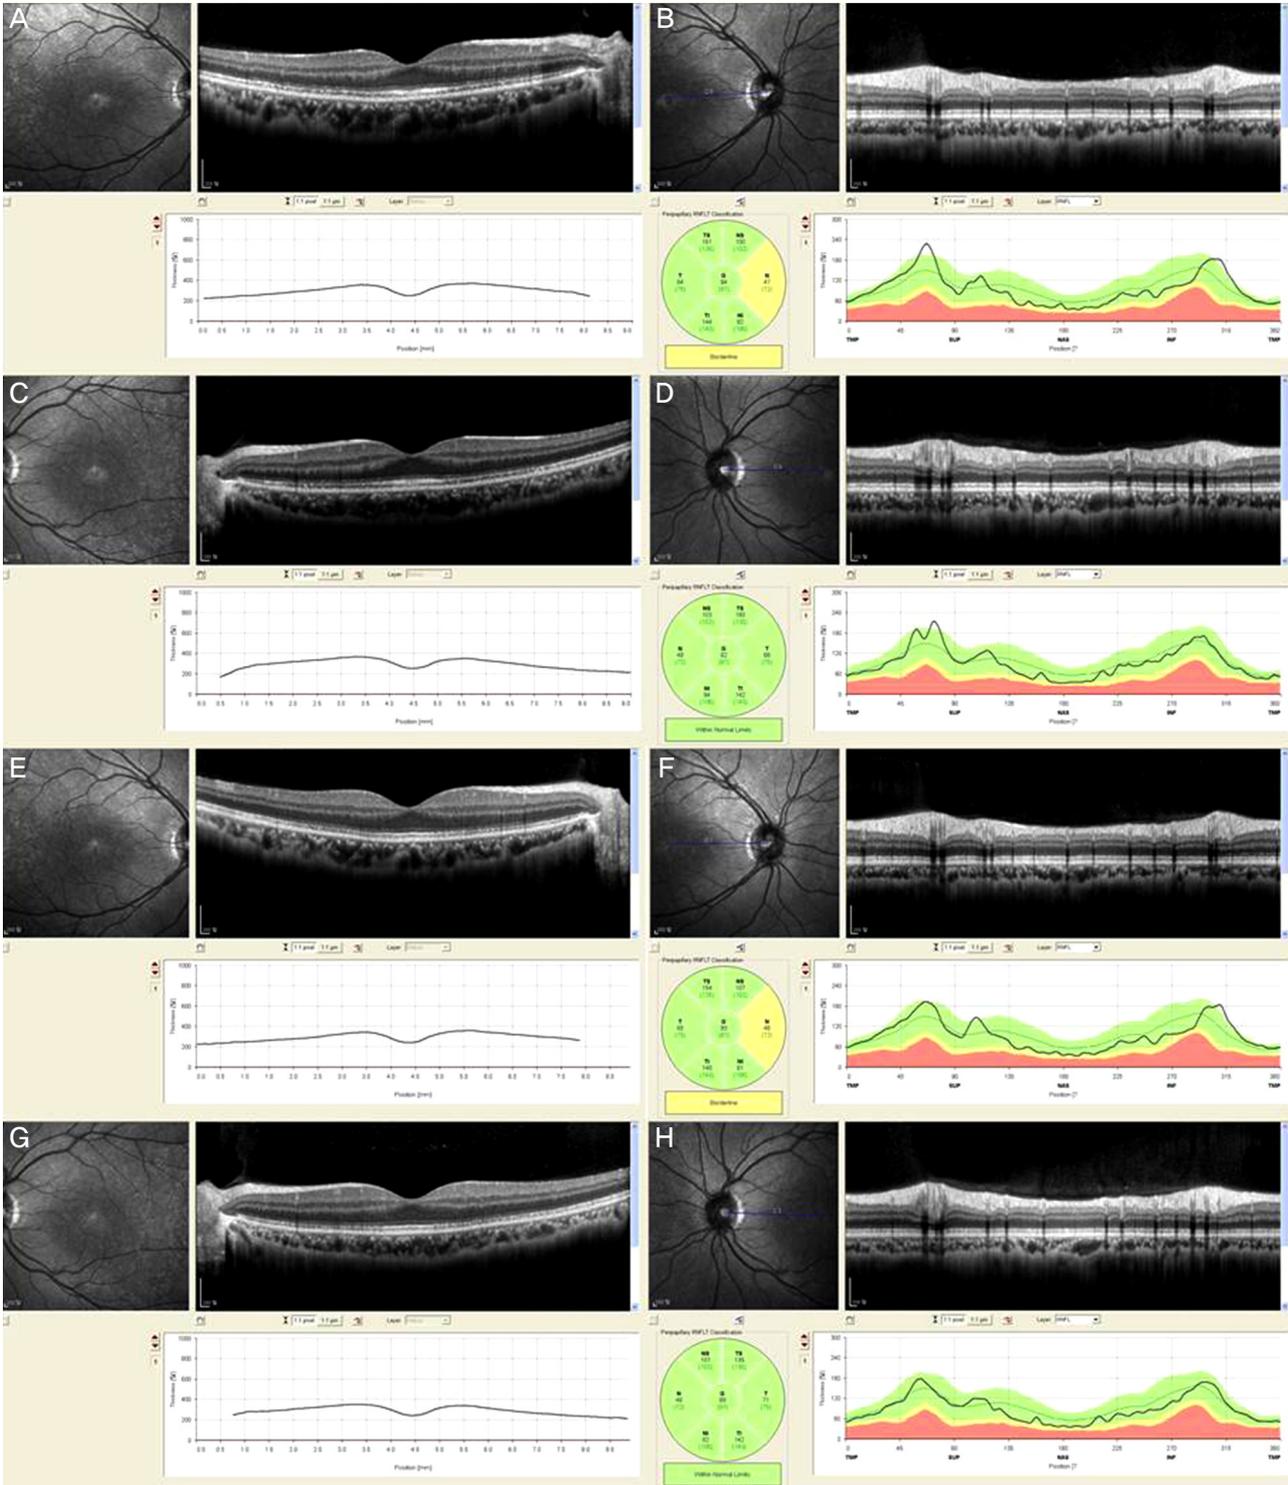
(A, B, C, D) Initial (upper) and (E, F, G, H) after 5 weeks (below) optical coherent tomography showed no abnormality on macula and optic disc. RNFL = retinal nerve fiber layer; TS = superotemporal; NS = superonasal; T = tempora ; G = general; N = nasal; TI = inferotemporal; NI = inferonasal; TMP = temporal; SUP = superior; NAS = nasal; INF = inferior.
